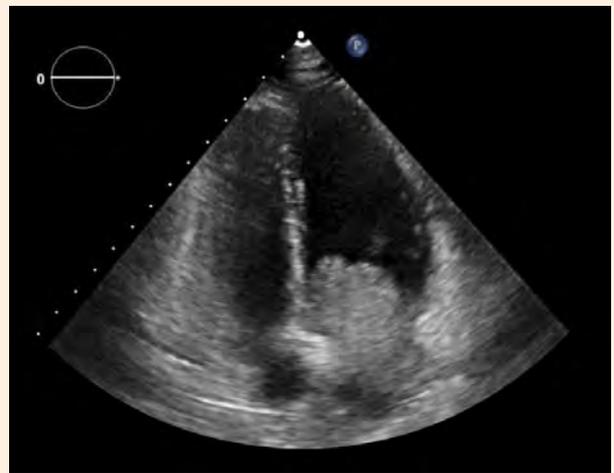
Ecocardiografía transtorácica en vista apical cuatro cámaras: Presencia de tumoración en atrio izquierdo que protruye hacia ventrículo izquierdo a través de válvula mitral
